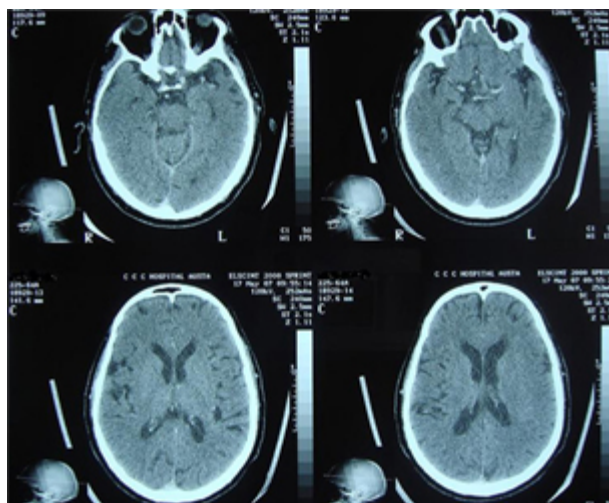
12: Imagens do cérebro obtidas por TC
